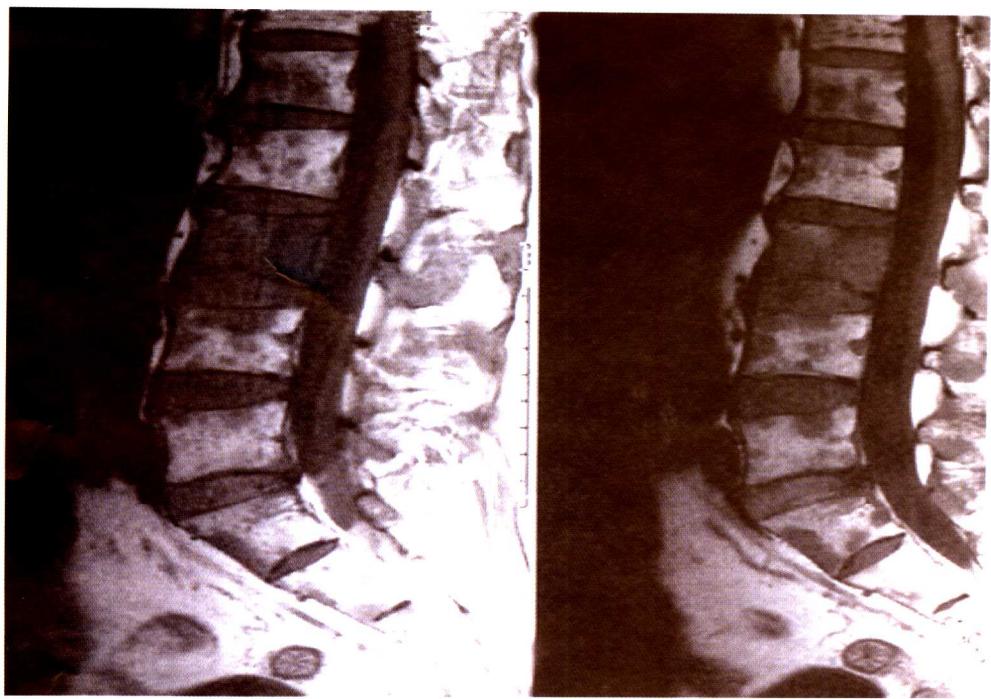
多发性骨髓瘤患者腰椎的 MRI 图像
